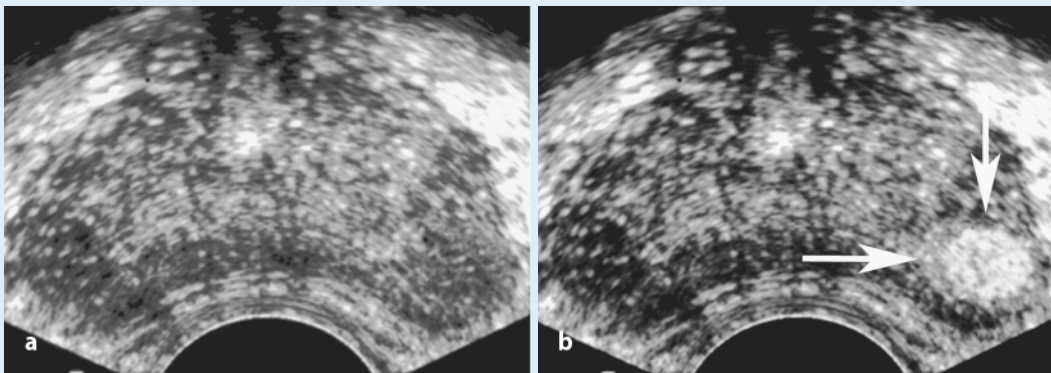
▲ B-Bild-harmonic-imaging-Sonographie der Prostata bei einem Patienten mit Verwendung von „intermittent imaging“. a Die kontinuierliche B-Bild-harmonic-imaging-Sonographie zeigt kein suspektes Areal. b Die B-Bild-harmonic-imaging-Sonographie mit reduzierter Bildrate (ein Bild/2 s) – intermittent imaging – zeigt ein eindeutig kontrastmittelanreicherndes Areal linksseitig (Pfeile). Dieses Areal wurde mittels Biopsie als Karzinom bestätigt
